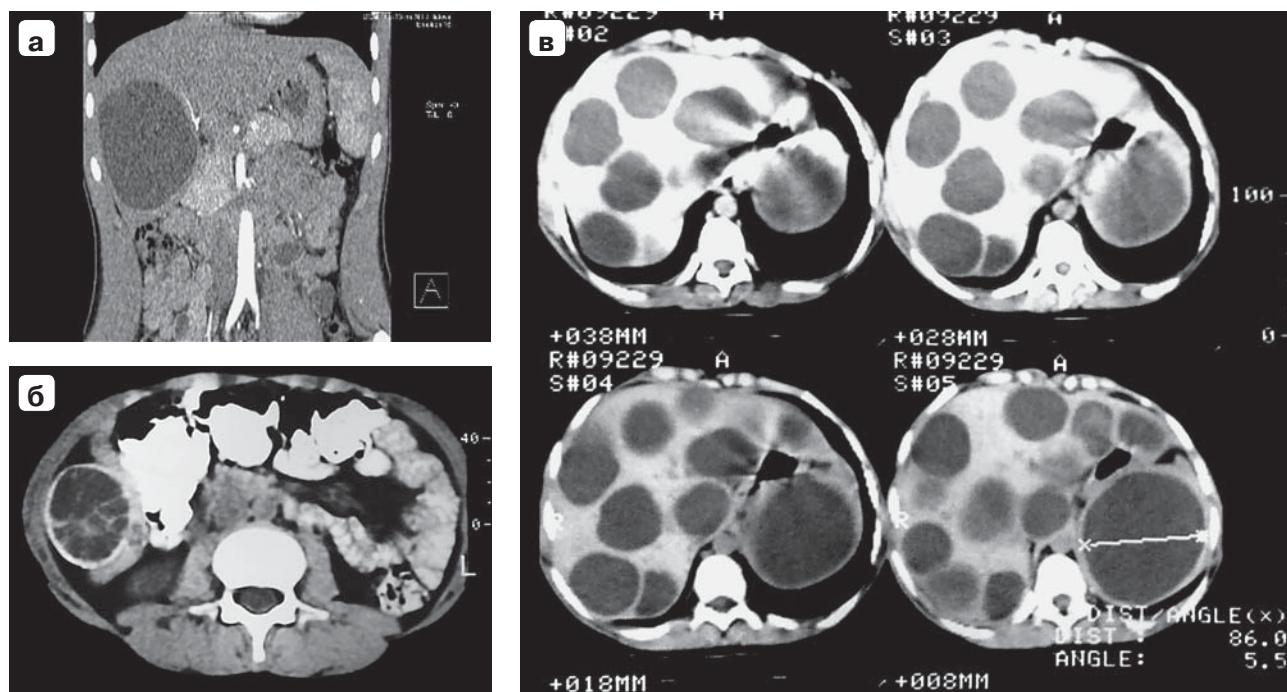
Компьютерная томограмма. Эхинококковые кисты печени у детей: а — эхинококковая киста CE1; б — эхинококковая киста CE2; в — множественные кисты во всех отделах печени на разных стадиях развития.
